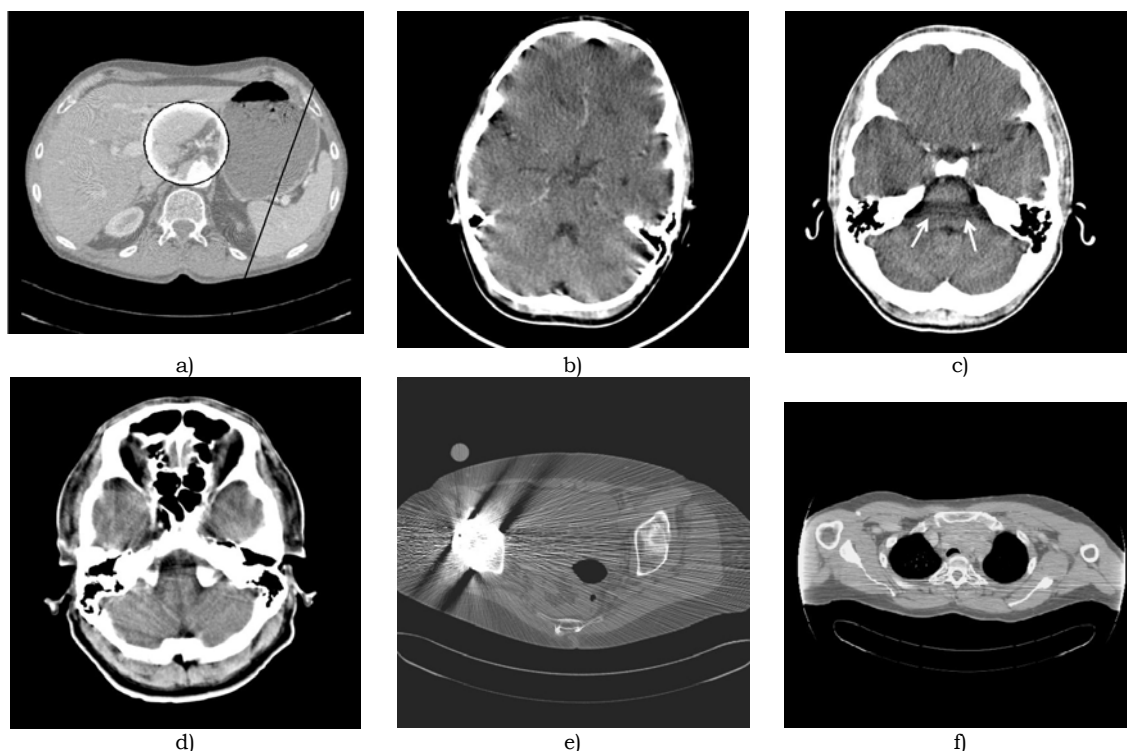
Exemplos de artefactos em imagens de TAC, que resultam de: a) falha do detector, b) movimento do paciente, c) endurecimento do feixe, d) efeito de volume parcial, e) implantes metálicos, f) paciente excede o campo de medida (figura adaptada de [Kalender'00]).
